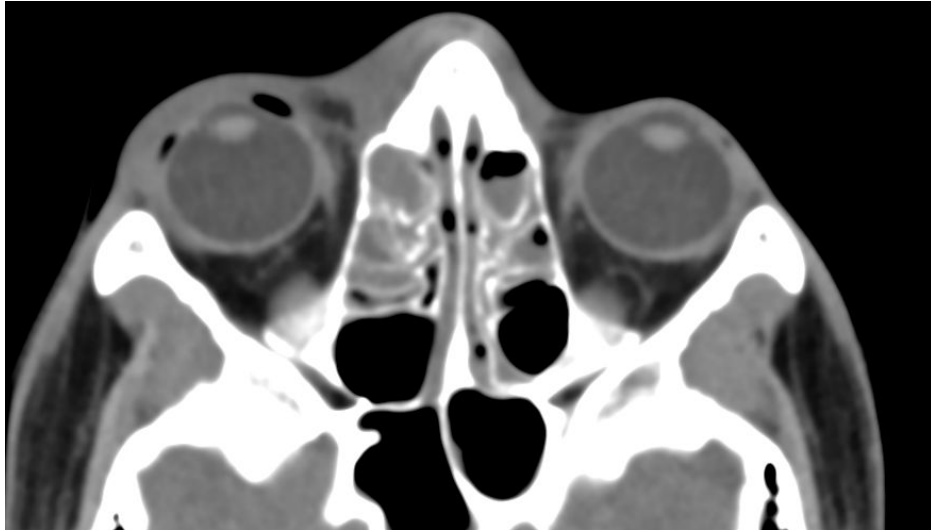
TC sin contraste. Celulitis preseptal con cambios inflamatorios anteriores al septo orbitario.
